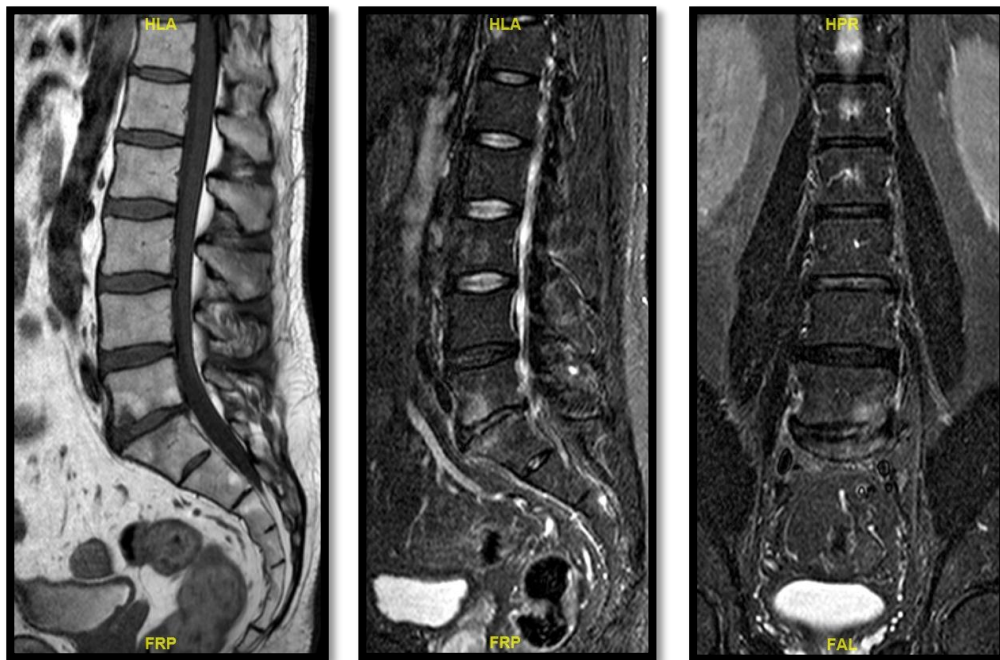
RMN lumbar: secuencia T1, T2 y STIR (cortes sagitales y coronal). Respuesta parcial al tratamiento con disminución de cambios inflamatorio-infecciosos.
